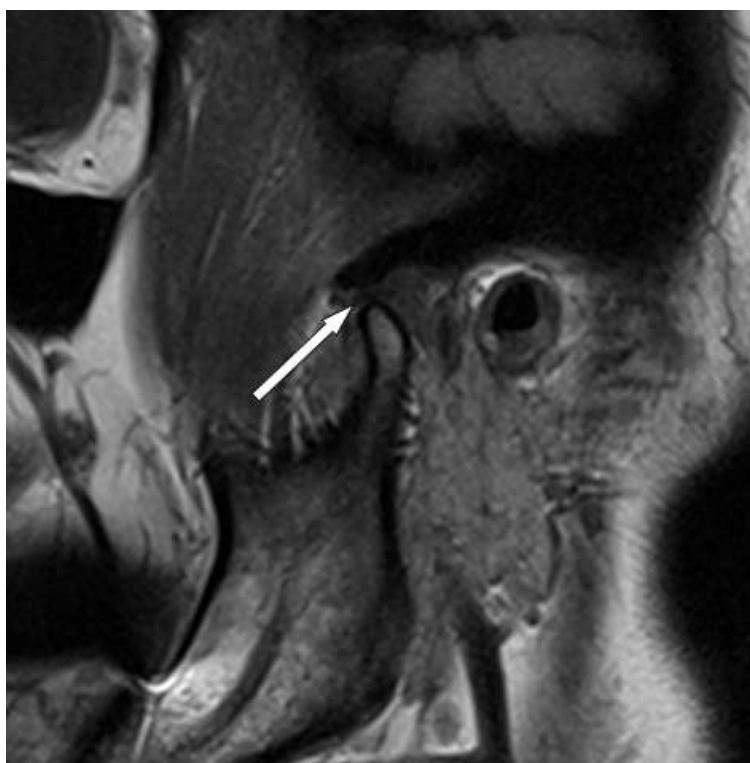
МР-томограма правого СНЩС пацієнтки Л., 37 років, медична карта стоматологічного хворого № 2-15. Діагноз: двобічний передній вивих диска СНЩС. Стан після лікування. Укладка TMJ Osag FSE T2 у стані «закритий рот». Стрілкою вказане центральне положення диска СНЩС.
